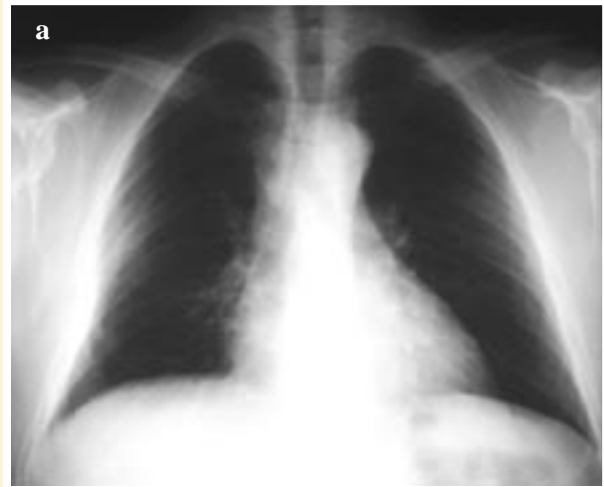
a y b: Radiografías de tórax posteroanterior y lateral izquierda, antes de la toracotomía.
